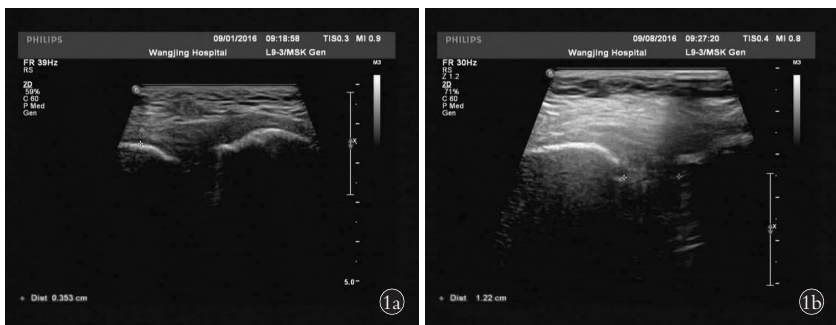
女, 29 岁, 产后耻骨联合分离症 1a. 治疗前超声检查耻骨联合分离约 0.9 cm 1b. 手法治疗后复查超声, 耻骨联合分离约 0.5 cm
